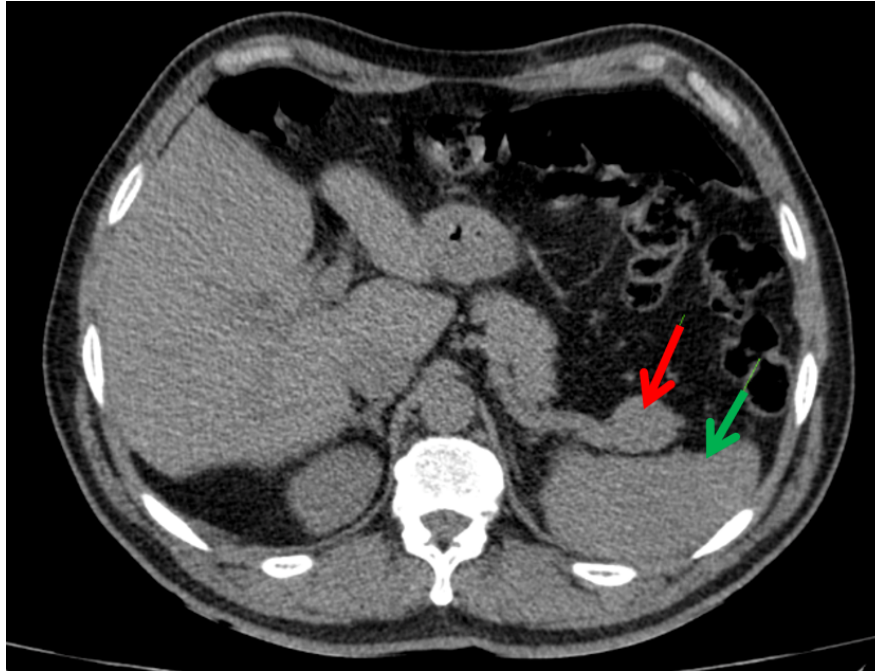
Tomografia computadorizada (TC) do abdome superior em plano axial, antes da infusão do contraste, mostrando imagem nodular (seta vermelha) na cauda pancreática adjacente medindo cerca de 1,9 cm, com isoatenuação em comparação com o pâncreas e o baço (seta verde).
